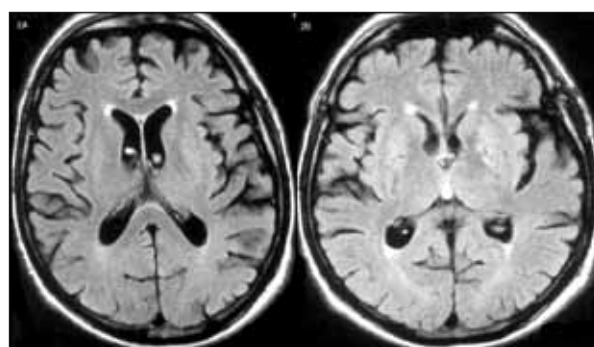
Caso 1. RM-CE de controlo- 9ª semana: Regressão evidente das lesões.
